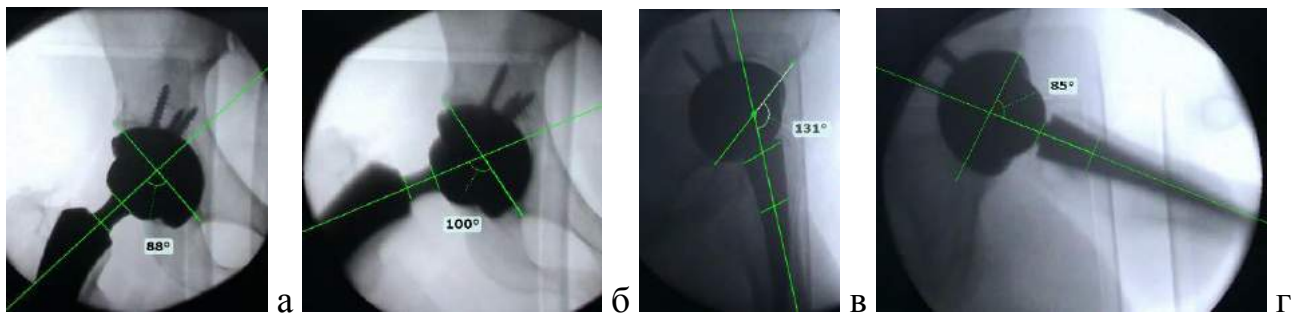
♂, 32 года, диагноз: асептический некроз головки правого бедра, 3ст. Рентгенокинематограммы правого ТБС после артропластики правого ТБС: а – максимальное приведение, б – максимальное отведение, в – максимальное разгибание, д – максимальное сгибание. Объем движений во фронтальной плоскости – 12° , в сагиттальной плоскости – 46°
